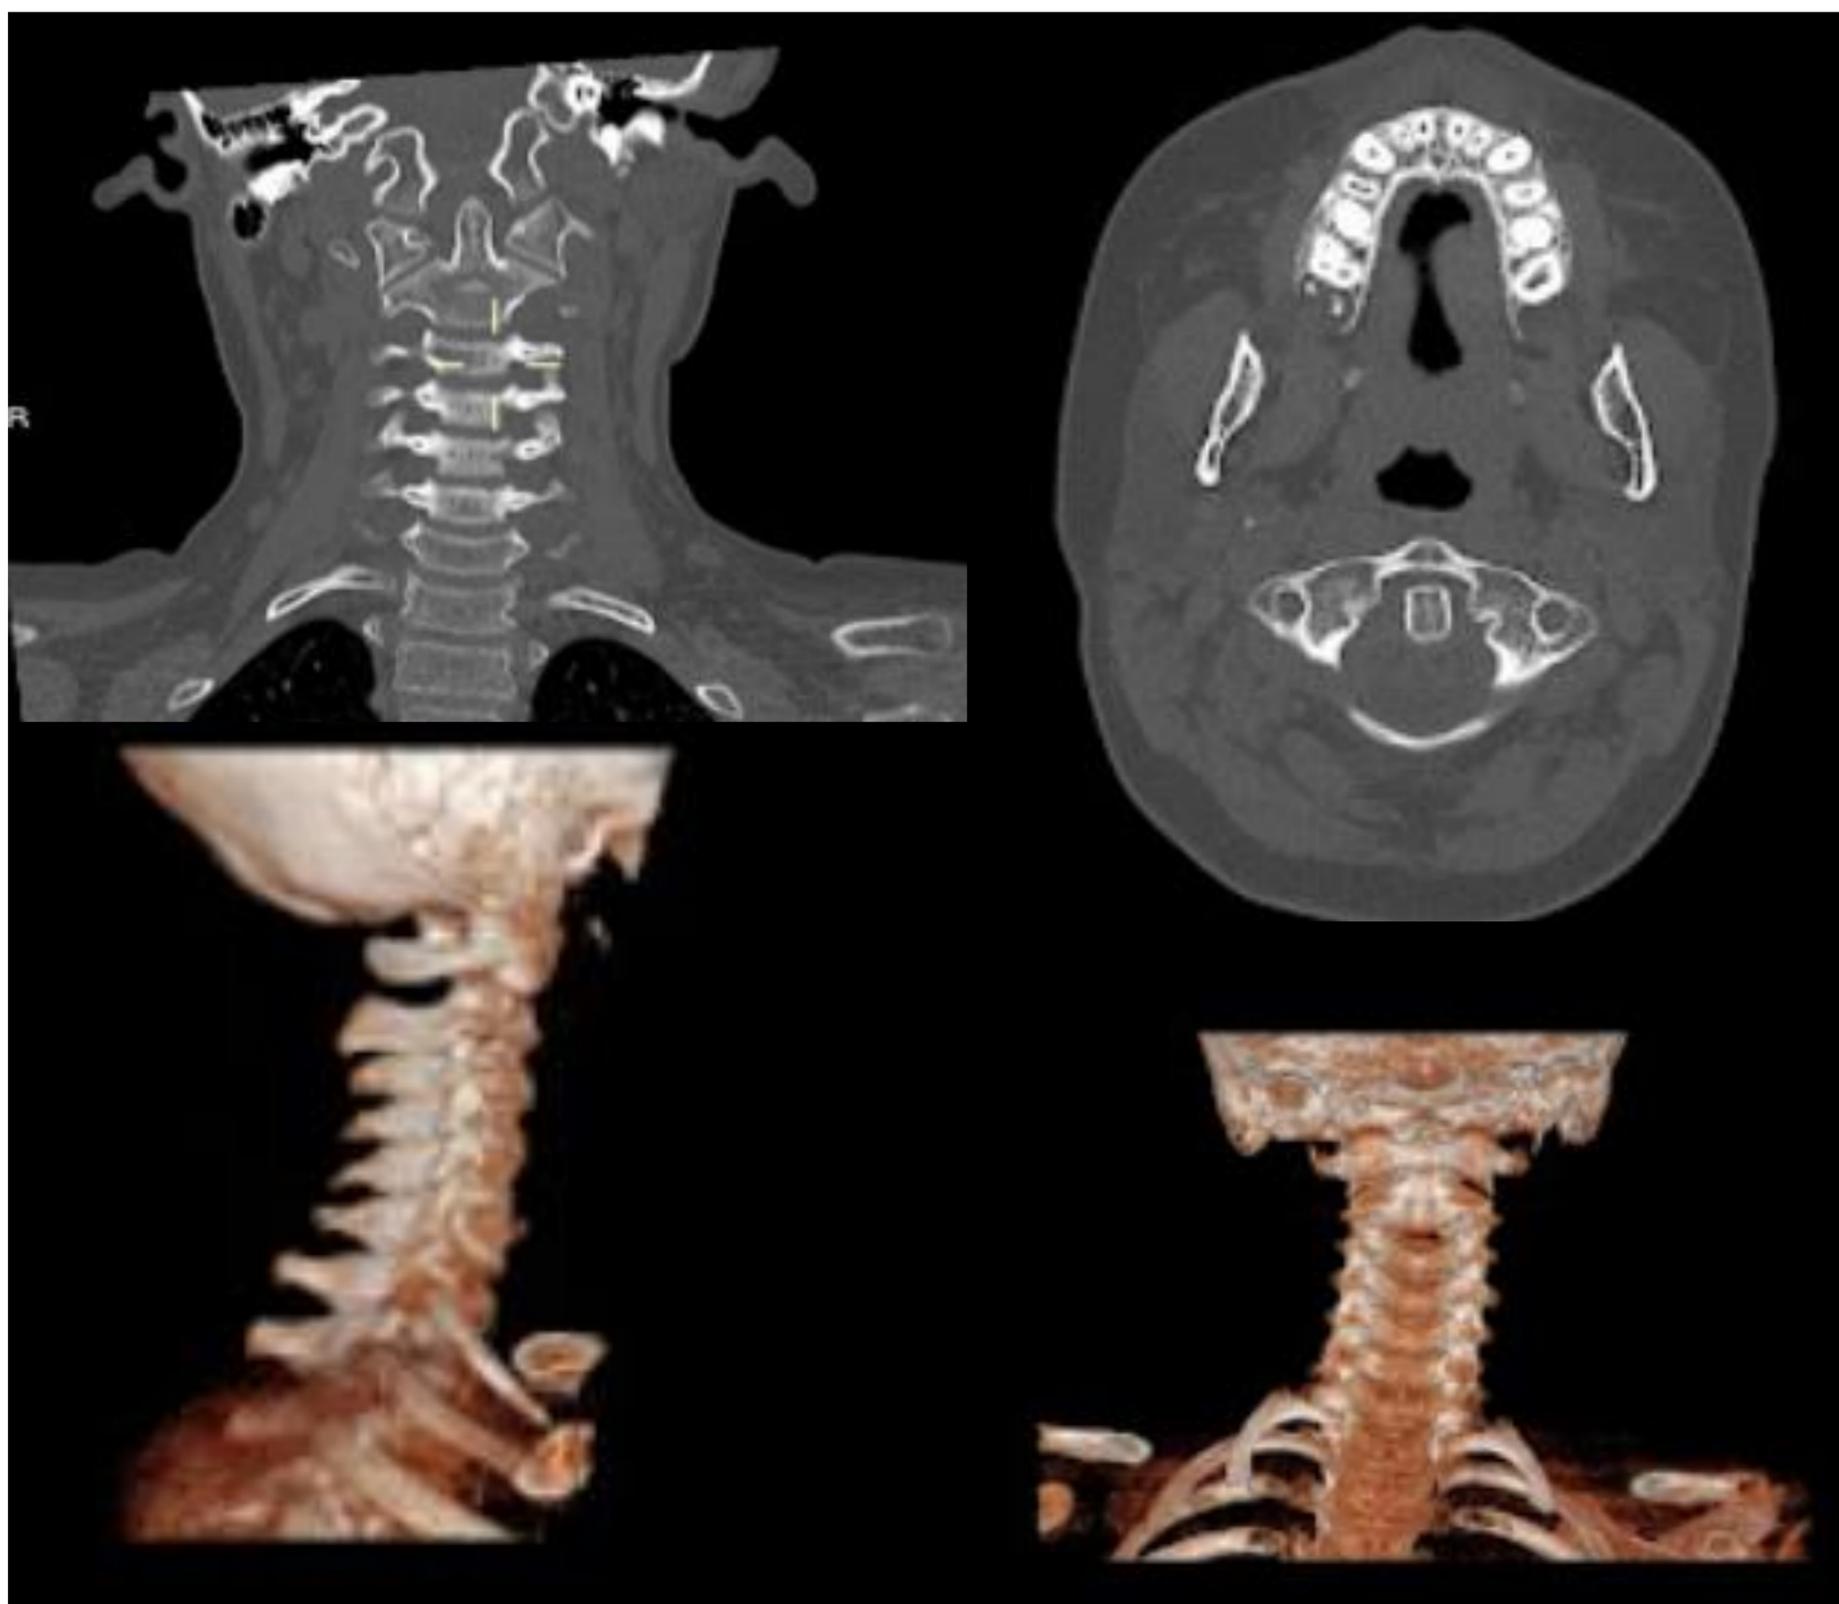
TC cervical con reconstrucción en 3D del mismo paciente posterior a la tracción cervical, en donde se aprecia corrección de la subluxación rotatoria.
